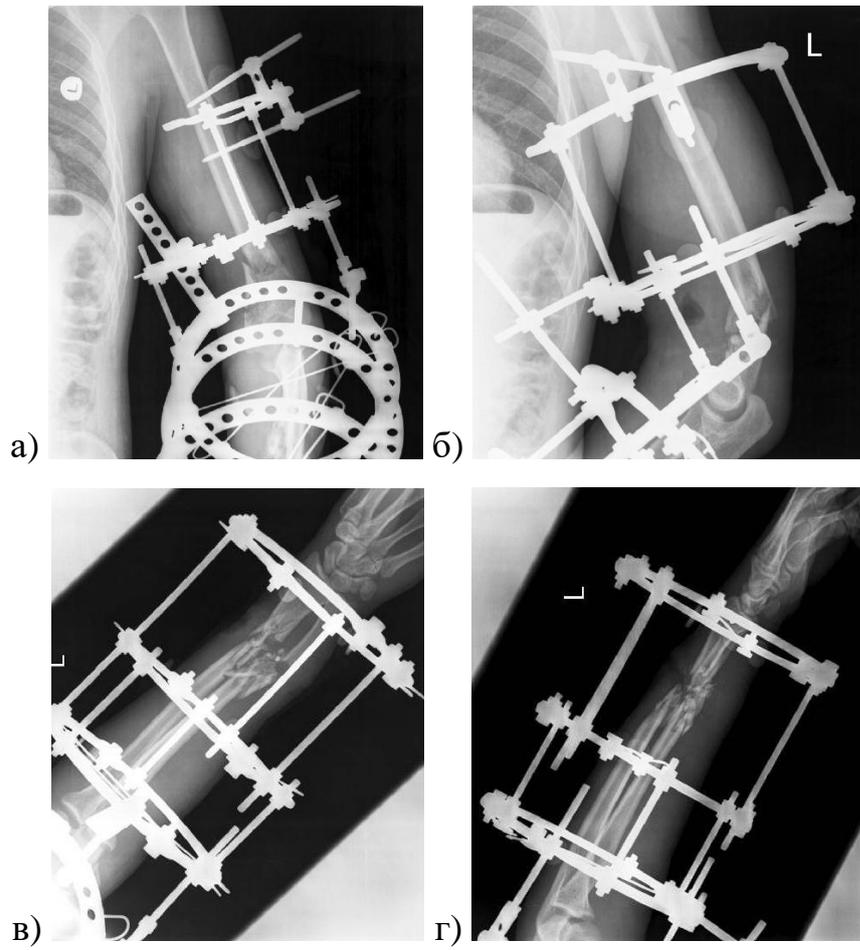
Раненый Я., 31 год: а, б) рентгенограммы левого плеча в прямой и боковой проекциях; в, г) рентгенограммы левого предплечья в прямой и боковой проекциях
